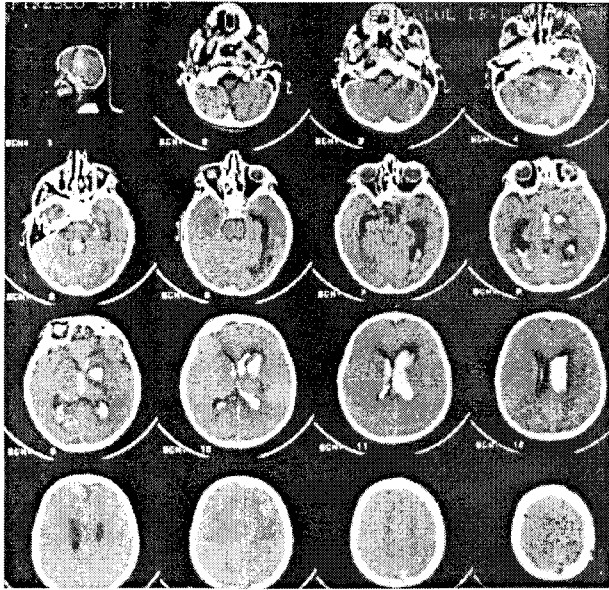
Imagine CT în cazul unei hemoragii cu inundație ventriculară masivă.
